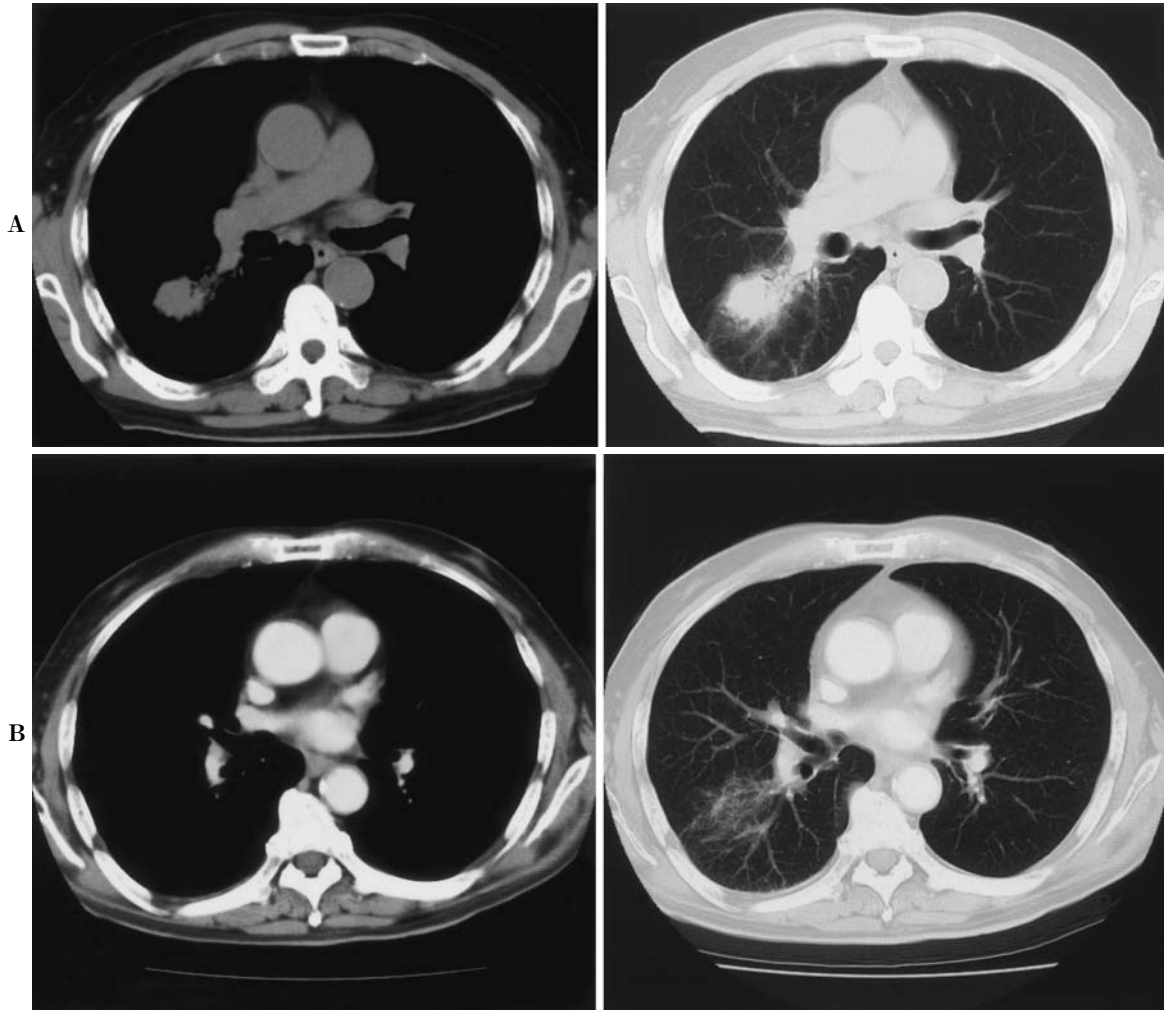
A) Chest CT showed a tumor shadow in right S⁶ before chemotherapy. B) The tumor shadow disappeared after four cycles of chemotherapy.
